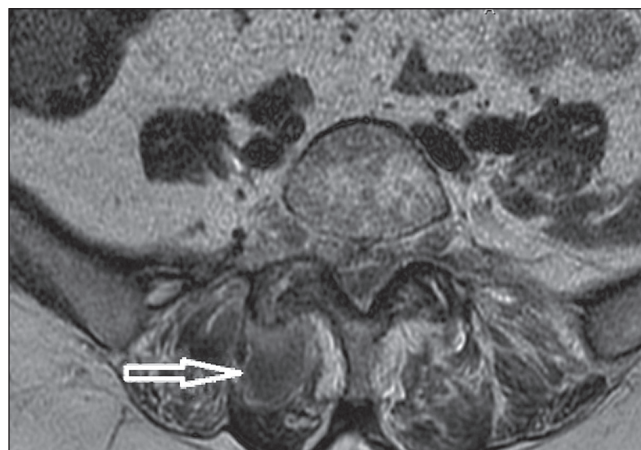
МРТ поясничного отдела (аксиальная проекция). Стрелка – параспинальное образование на уровне L_V-S_I справа.
